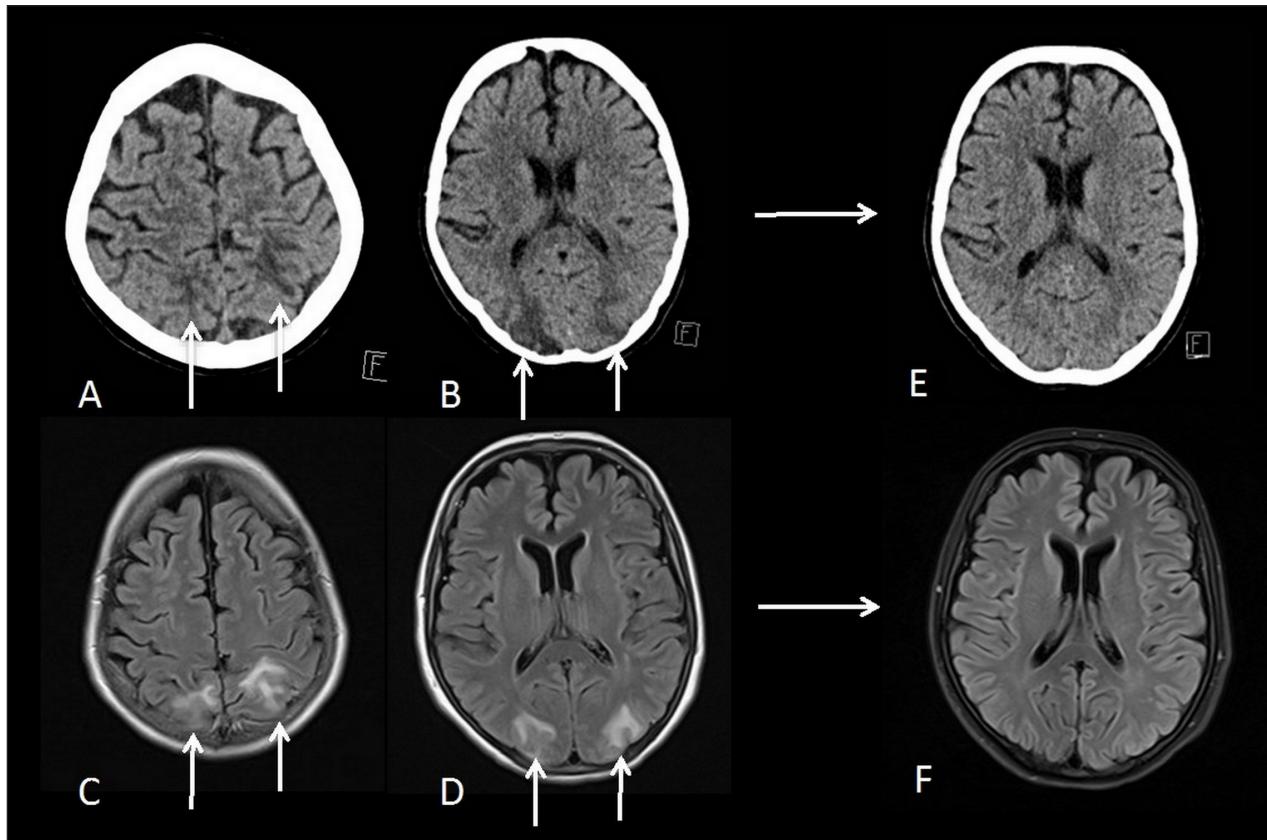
Coupes tomodensitométriques et IRM (pondérées T2-FLAIR), sans contraste de l'encéphale, plaident pour un diagnostic de PRES (voir description détaillée dans le texte).
